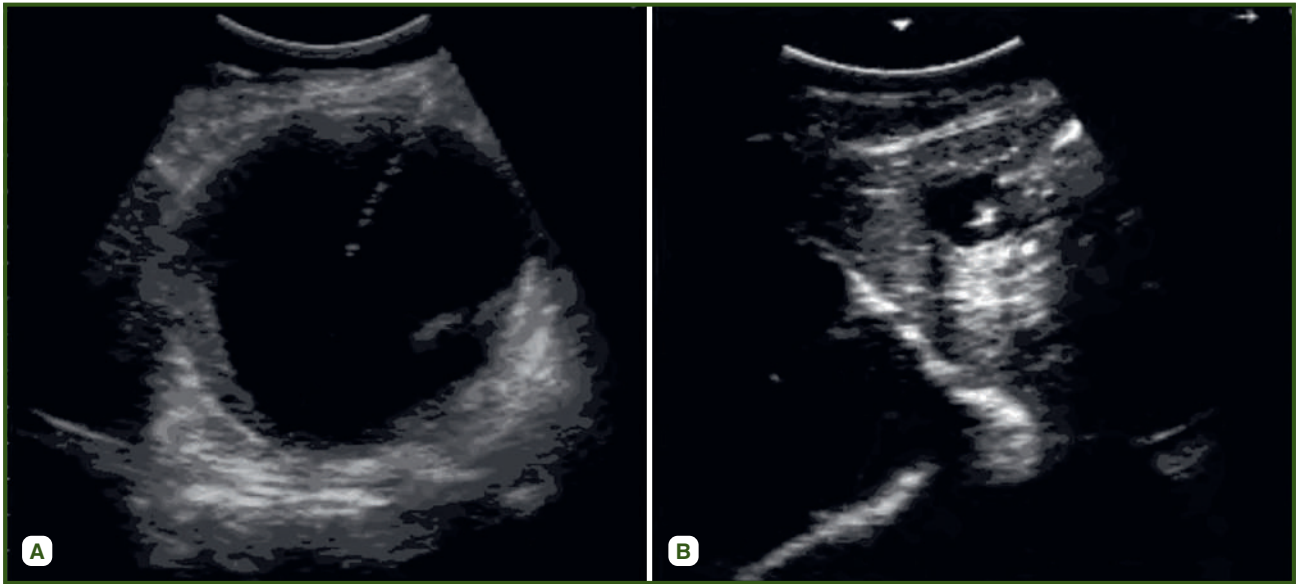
A. Ultrasound at the time of percutaneous puncture and after completion of puncture; B. A cyst that has collapsed with a small volume of fluid and a clotted chitinous membrane
